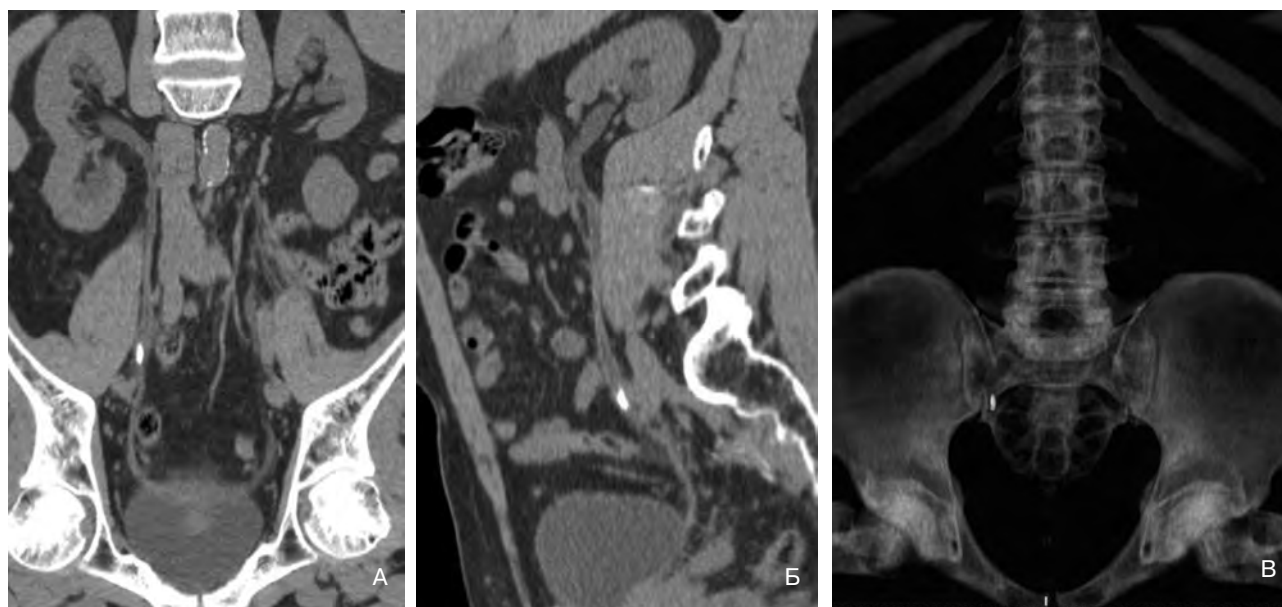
Б-й Г., 65 лет. МКБ, камень в среднем отделе правого мочеточника, не нарушающий уродинамику. А. МСКТ, мультипланарная реконструкция, фронтальная плоскость: камень 13x4 мм во втором физиологическом сужении правого мочеточника не нарушающий уродинамику; Б. МСКТ, мультипланарная реконструкция, сагитальная плоскость: та же картина; Б'. 3 D реконструкция: камень в мочеточнике.
